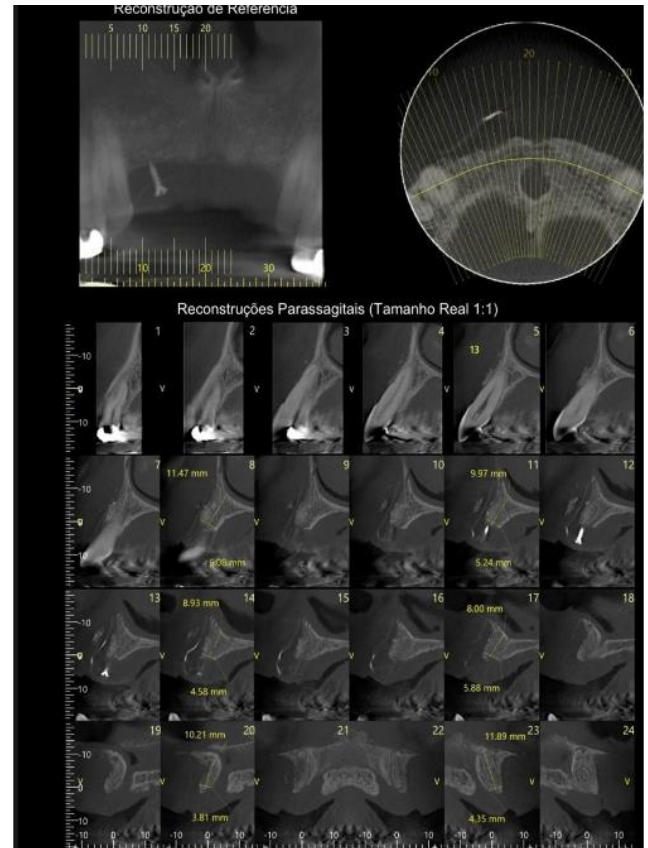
Tomografia após seis meses de enxerto. Fonte: tomografia fornecida pelo próprio paciente (2024).
